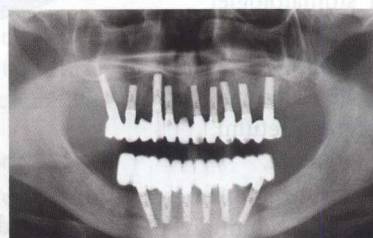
Ortopantomograma.
